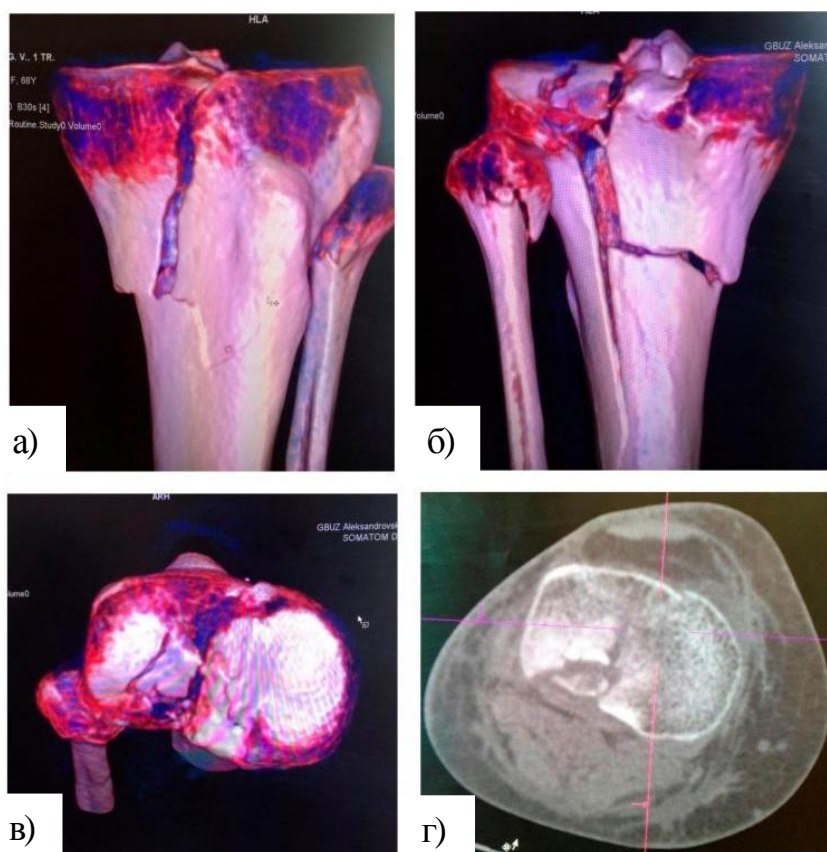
Результаты первичной компьютерной томографии (КТ) левого коленного сустава пациентки М., 66 лет: а – результат трехмерной реконструкции перелома, вид спереди; б – результат трехмерной реконструкции перелома, вид сзади; в – результат трехмерной реконструкции перелома, вид со стороны суставной поверхности ББК; г – аксиальный горизонтальный срез КТ в области перелома заднелатеральной колонны плато ББК.
